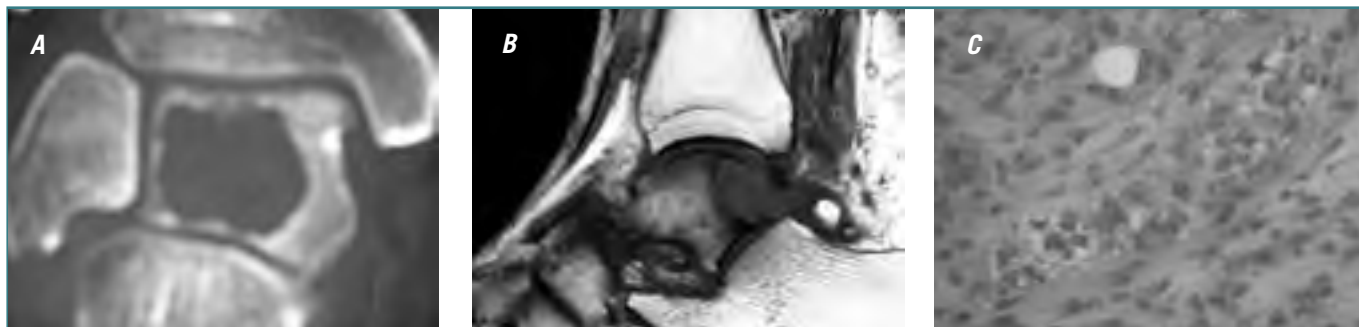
Paciente de 63 años, con dolor constante en tobillo, sin antecedentes traumáticos ni patológicos. La biopsia de la lesión demostró una lesión secundaria. A: Imagen TC coronal en el tobillo: lesión osteolítica en el cuerpo del astrágalo. B: Imagen RM sagital potenciada en T_1 : destrucción del margen posterior del astrágalo con destrucción de la cortical. C: Biopsia compatible con carcinoma renal.
